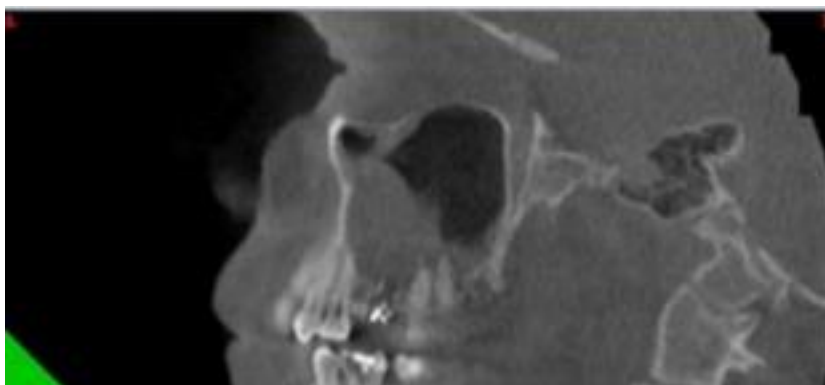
Paciente com sinusite odontogênica esquerda e fístula periapical
